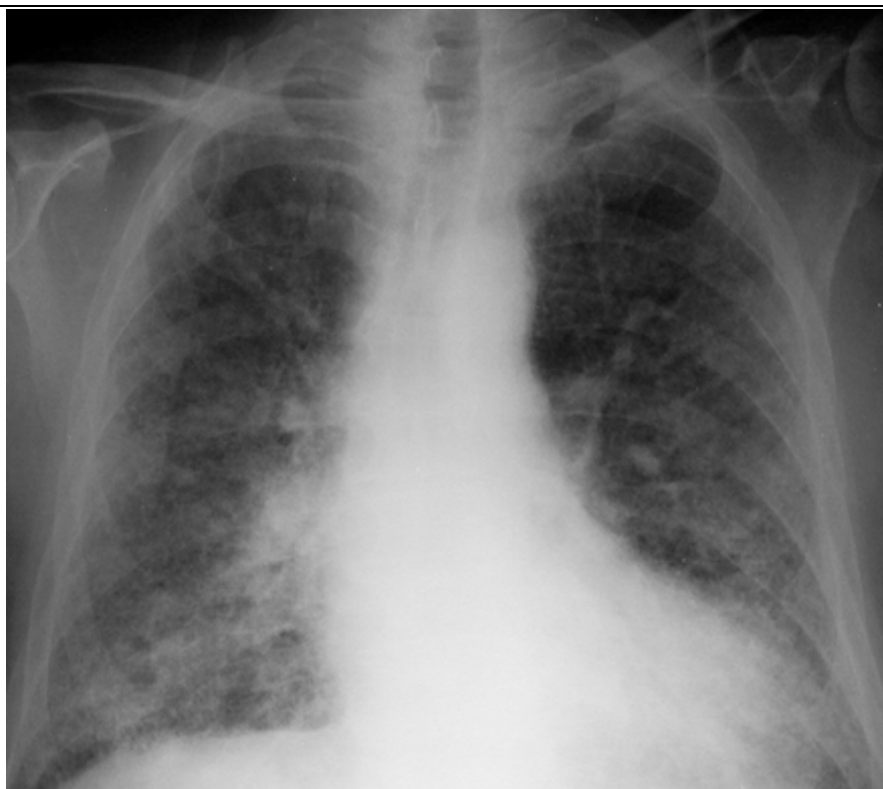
Radiographie d'un patient atteint d'asbestose montrant un aspect dit en verre dépoli au niveau du médiastin et des coupes [65]
